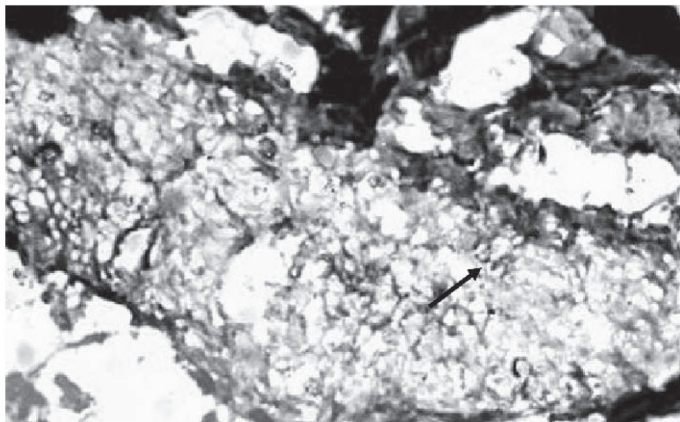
Demostración de *M. leprae* específico 16s rRNA con PCR RT *in situ* en una lesión cutánea BT obtenida durante el segundo episodio de T1R a los 6 meses. Nervio cutáneo positivo (flecha).
